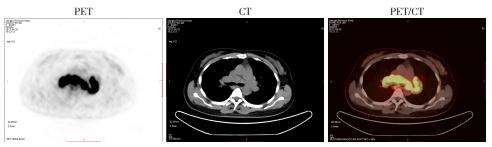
典型肺结节病 18F-FDG PET/CT 图像
